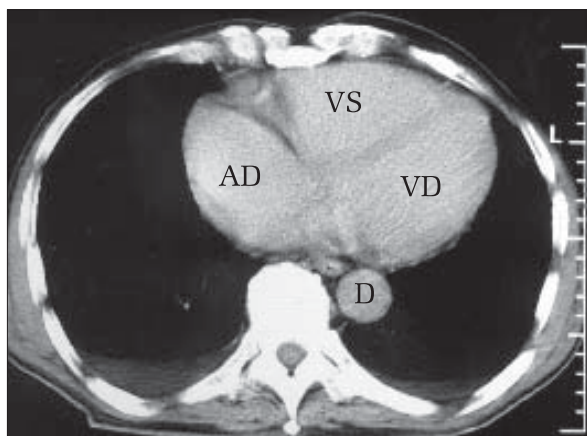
Secțiune axială CT la nivelul celor 3 camere. Se evidențiază: atricul drept (AD), ventriculul drept (VD), ventriculul stâng (VS), aorta descendentă (D).
